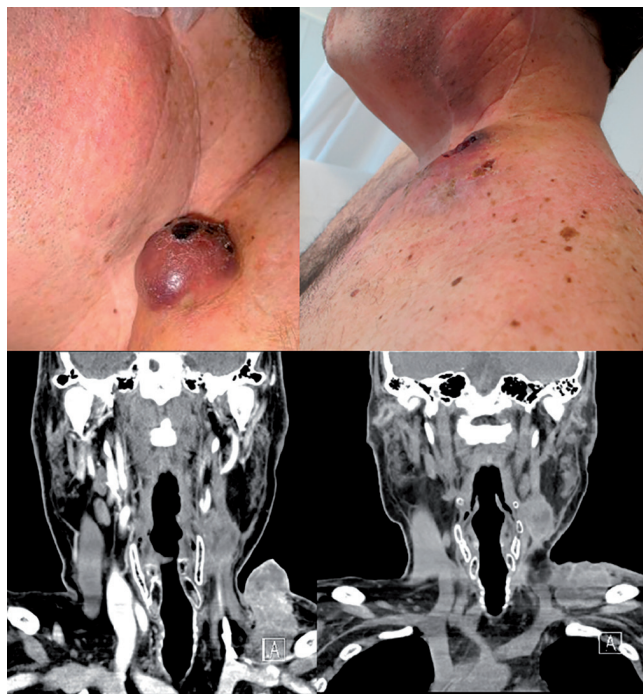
Caso 1: Aspecto externo e TC de massa cervical esquerda inferior antes (imagens à esquerda) da eletroquimioterapia e após quatro semanas (imagens à direita).
